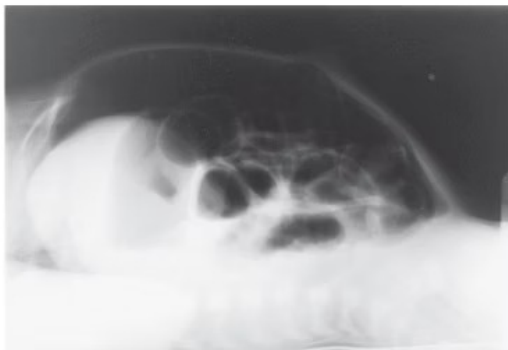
Perforación intestinal. Radiografía abdominal en decúbito de un paciente con ECN neonatal que demuestra la notable distensión y el neumoperitoneo masivo, como se evidencia por la presencia de aire libre bajo la pared abdominal anterior.
